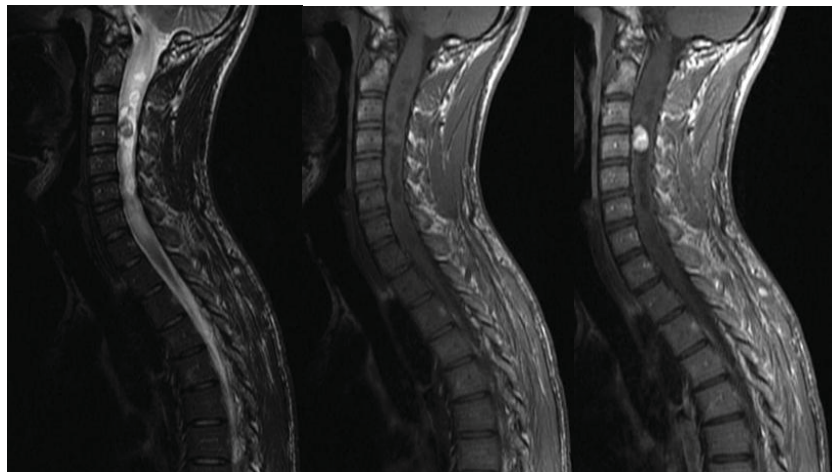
Гемангиобластома I типа в спинном мозге на уровне C2-Th1. Сагиттальные МР-томограммы T2ВИ FSE, T1ВИ FSE и T1ВИ FSE с контрастным усилением.
